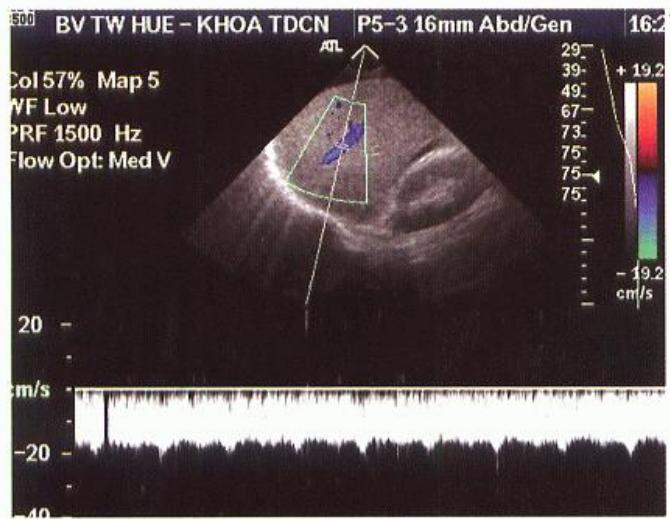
Các biểu hiện của tăng áp cửa; hình A-tăng áp cửa thể hiện qua Doppler với phổ biên độ thấp và mất sự điều biến theo nhịp thở; B - hệ quả của tăng áp cửa là lách lớn (hình bên P) và báng bụng-d.b- (hình bên T)
